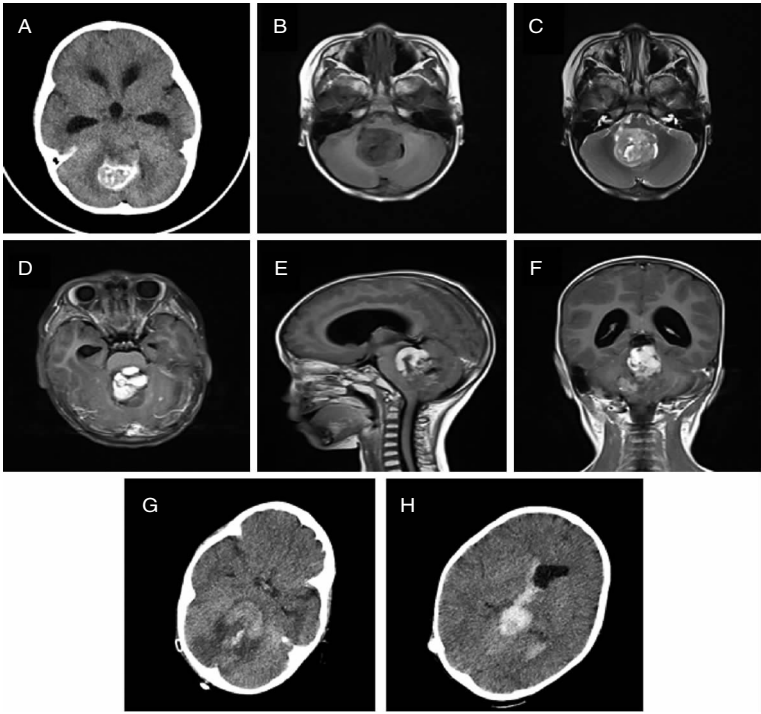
患儿术前头颅 CT、MRI 表现及术后 CT 表现。A-F 术前 CT 及 MRI 表现;G、H 术后 CT 表现。
